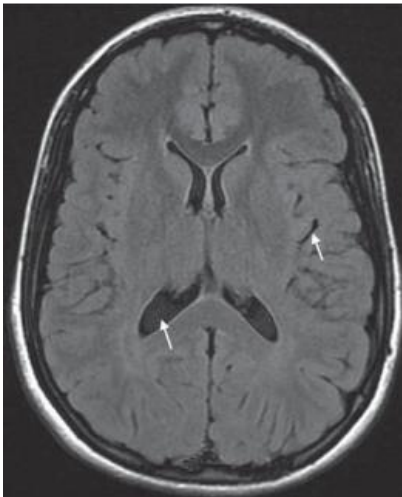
Séquence axiale en pondération FLAIR. Cette séquence est une pondération T2 avec annulation du signal de l'eau pure, notamment du LCS qui apparaît noir (flèches).
